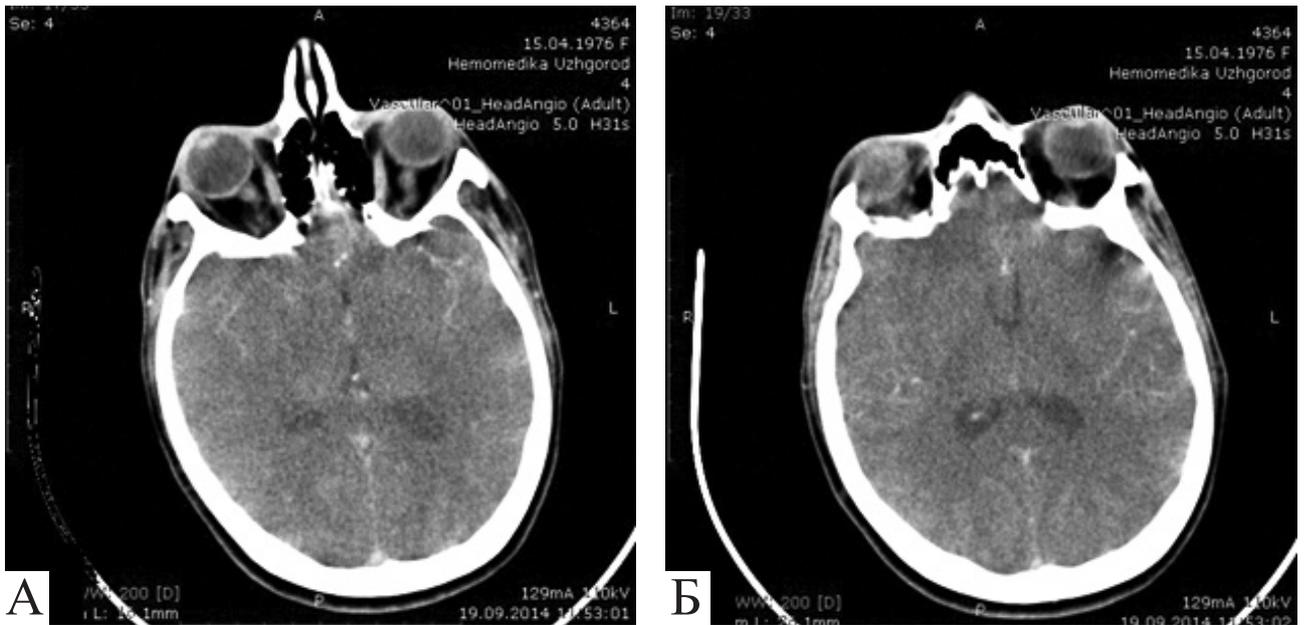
Больная С., 38 лет. Субарахноидальное кровоизлияние. А и Б — компьютерная томография
